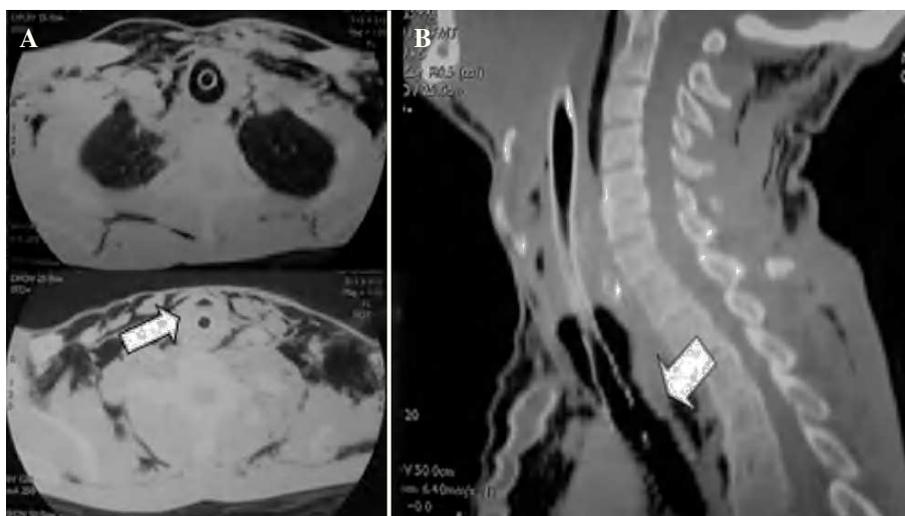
Tomografía computarizada (TC) cervicotorácica del caso 1, que presentaba una lesión traqueal por arma blanca. A: cortes de TC, donde la flecha señala el nivel hidroaéreo intratraqueal. Gran enfisema mediastínico y subcutáneo. Drenaje torácico por neumotórax. B: reconstrucción de TC cervical, con flecha que señala la lesión traqueal cervical.
